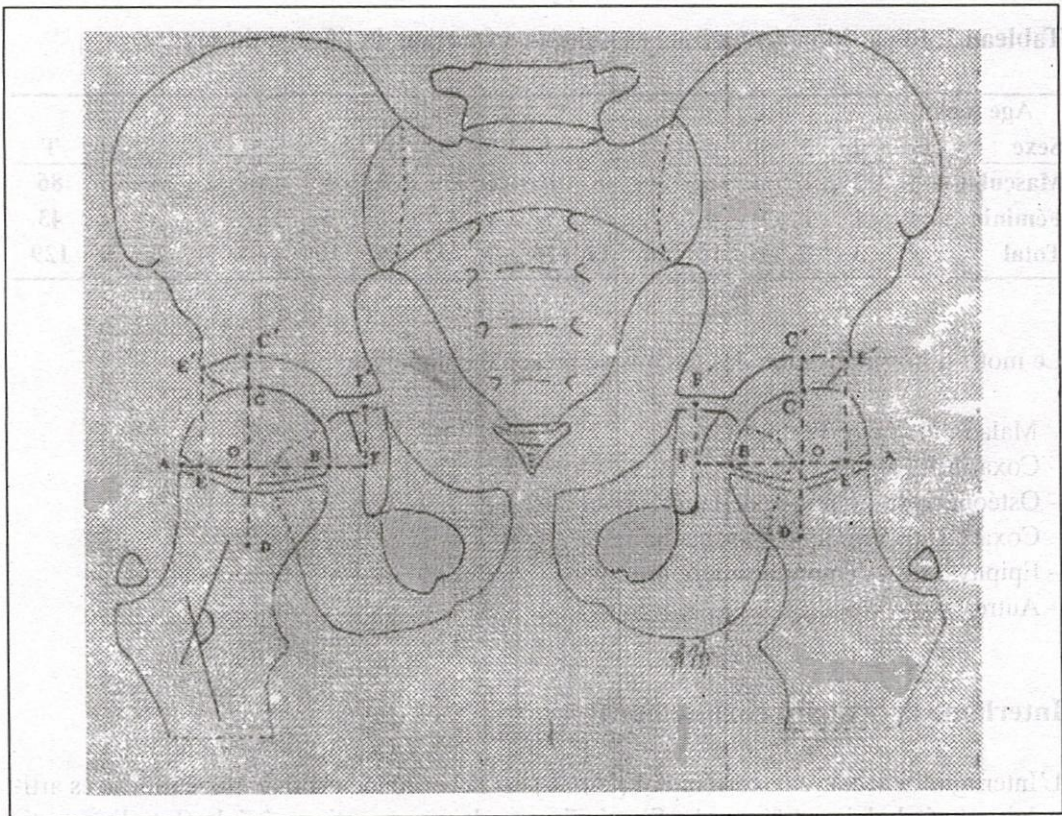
Maquette du bassin et des deux hanches de face d'après une radiographie chez un garçon de 5 ans. Tous les paramètres étudiés dans ce travail y sont définis.
